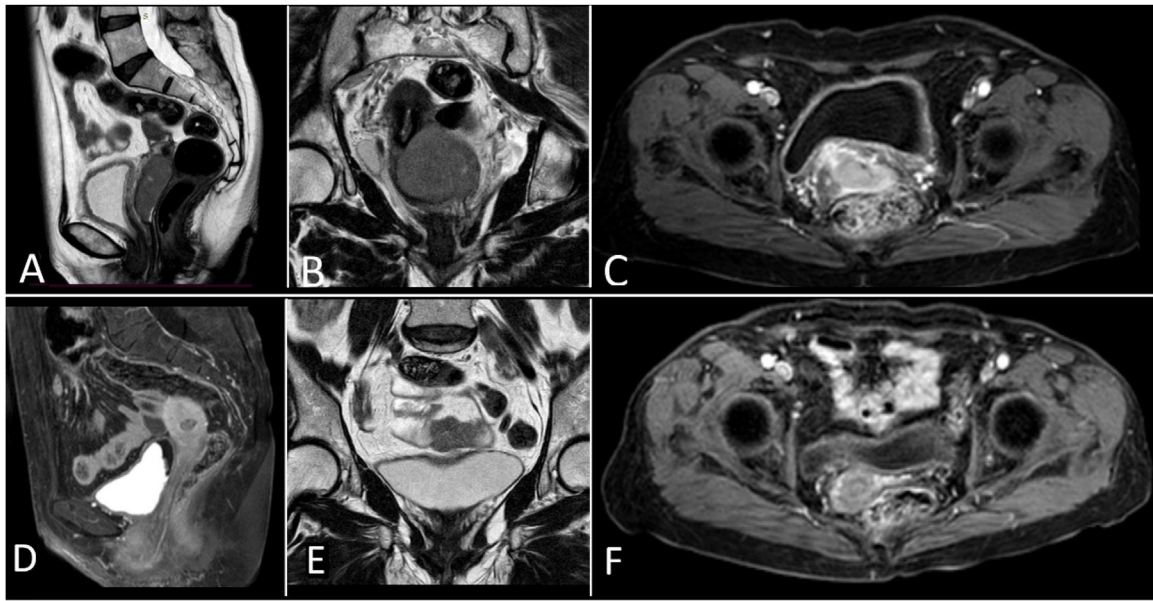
RMN de pelvis: antes de la inmunoterapia, útero lateralizado hacia la derecha, de contornos lobulados, con múltiples miomas subserosos, intramurales y submucosos. Lesión ovalada de bordes definidos de 58×23 mm localizada en el borde izquierdo de la unión vagina-cérvix, con adecuada interfase con la vejiga y el recto, de señal intermedia en T1 (A) y baja en T2 (B), capta el contraste periféricamente (C). Sin adenopatías en la cadenas ilíacas. Tras la inmunoterapia, útero de aspecto hipotrófico con presencia de hasta 8 lesiones sólidas hipointensas de bordes bien delimitados con escaso realce a la administración de contraste, el mayor de ellos de 16 mm en la pared anterior, compatible con miomas. El endometrio, cervix y endocervix muestran caracteres morfológicos y de señal conservados, tanto en T1 con contraste (D y F) como en T2 (E). Sin adenopatías en cadenas ilíacas.
